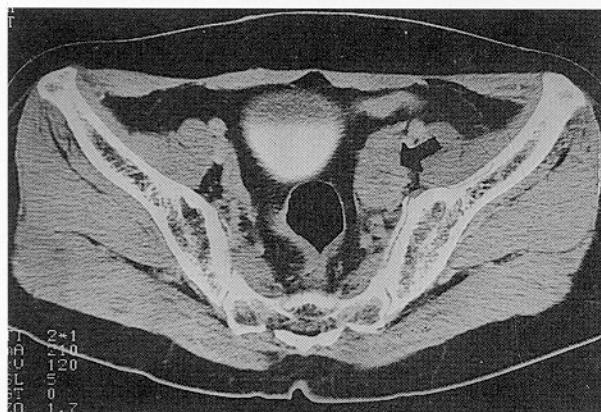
Abdomino-pelvic CT scan shows an about 4x2.5cm sized heterogeneously enhanced lobulated mass at the mid level of left sacroiliac joint.
